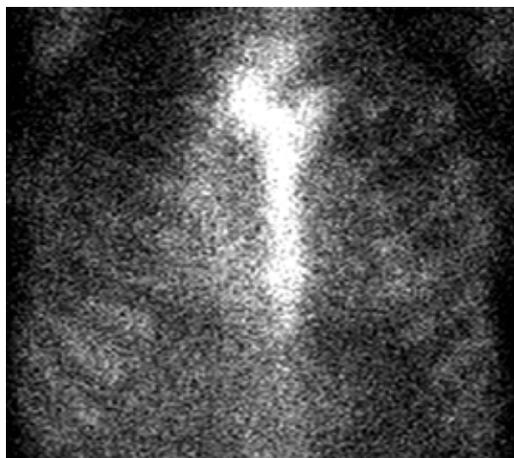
SPECT/CT con tecnecio 99 y pirofosfatos con distribución anormal de trazador, Perugini-2.
